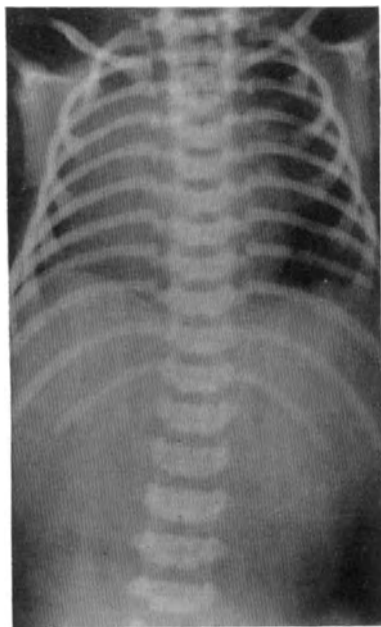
Röntgenbild eines Lebendgeborenen.
